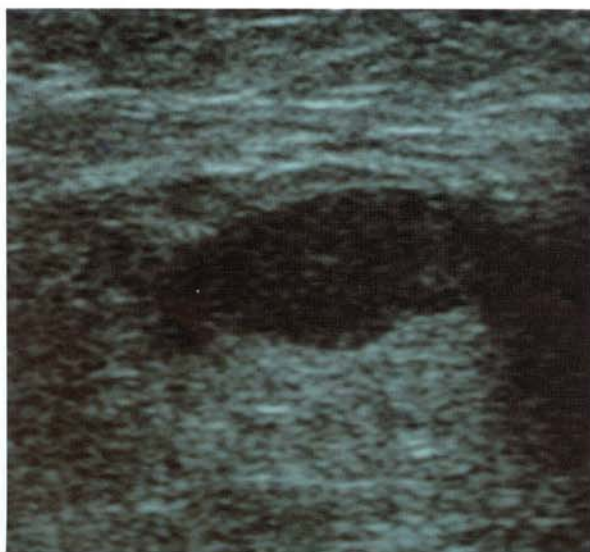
Adenopatía metastásica, con pérdida de la zona hiliar hiperecogénica, engrosamiento cortical > 2 mm, presencia de flujo periférico al power Doppler.
